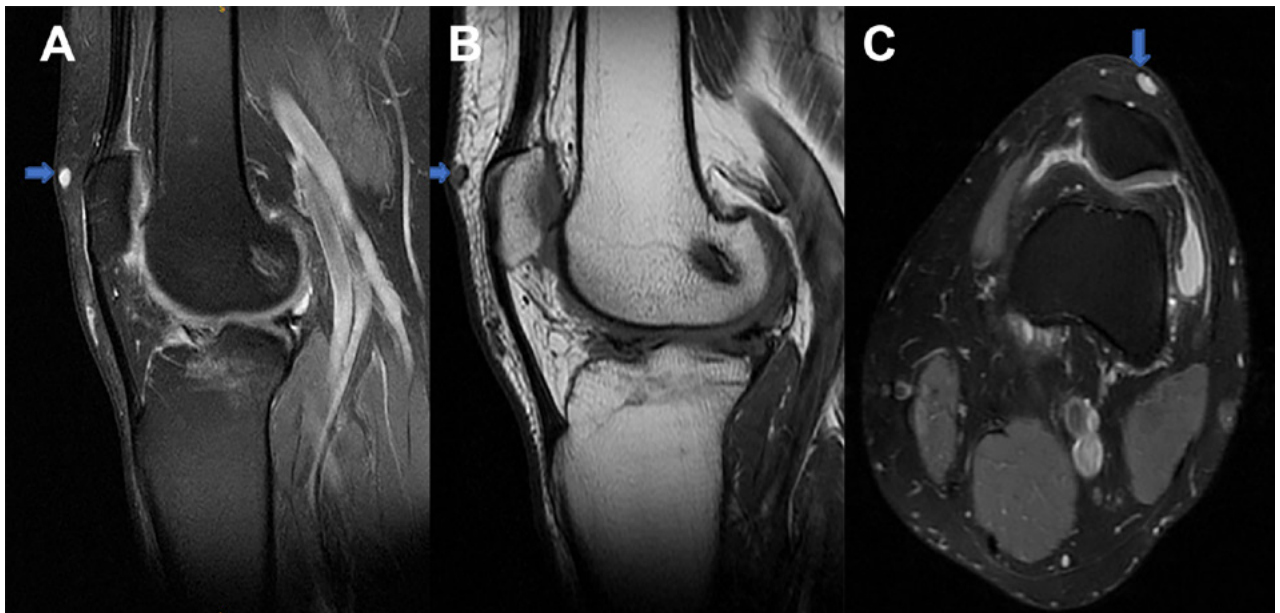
Resonancia magnética de rodilla izquierda. A) Imagen hiperintensa en T2 en corte sagital. B) Imagen hipointensa en T1 en corte sagital. C) Imagen hiperintensa en T2 en corte axial.
